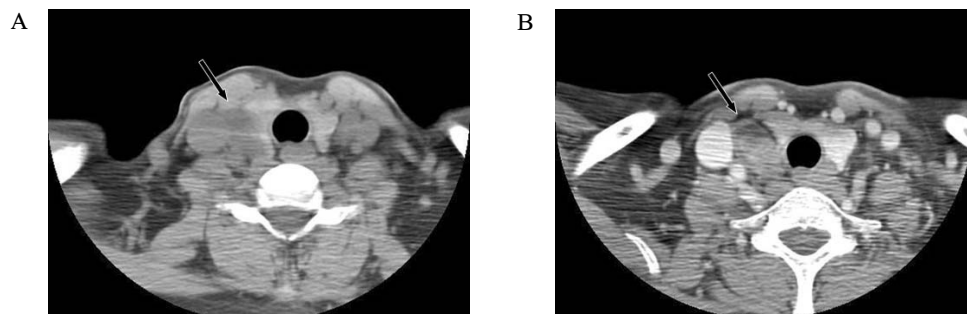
Neck computed tomography revealed about 3.1 × 1.8 cm sized well defined heterogenous low attenuated mass lateral to right thyroid gland (A. non-enhanced, B. contrast enhanced).
